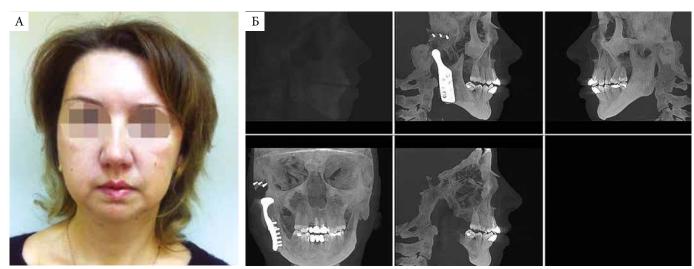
Результаты лечения: А – внешний вид пациентки через 2 недели после операции; Б – контрольная дентальная томография
